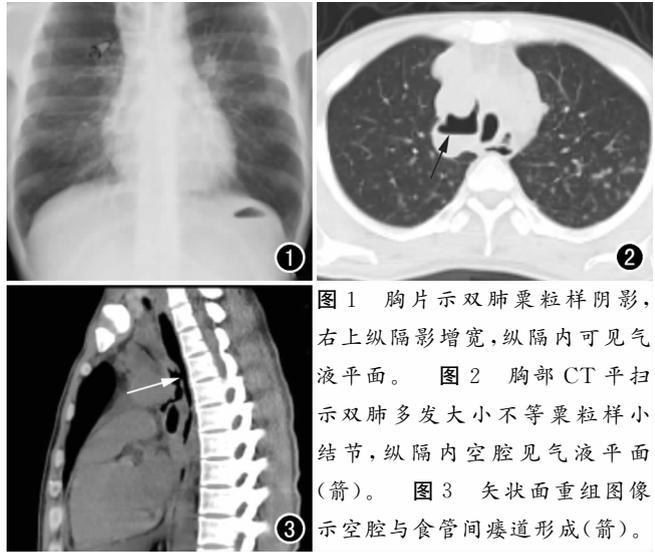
胸片示双肺粟粒样阴影,右上纵隔影增宽,纵隔内可见气液平面。图 2 胸部 CT 平扫示双肺多发大小不等粟粒样小结节,纵隔内空腔见气液平面(箭)。图 3 矢状面重组图像示空腔与食管间瘘道形成(箭)。
